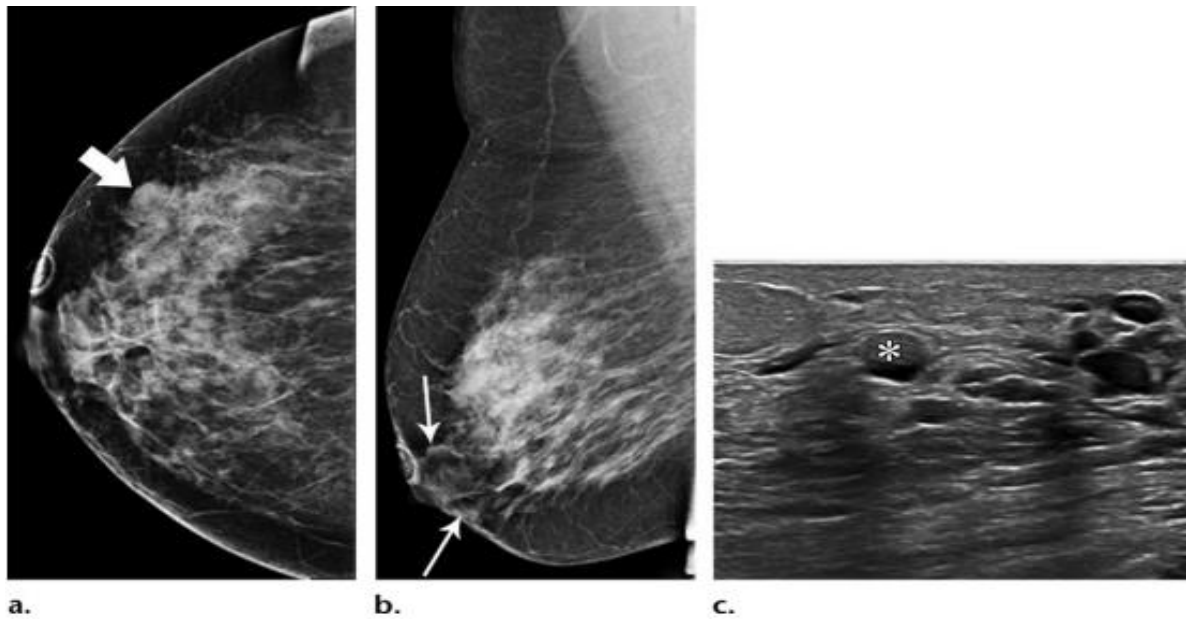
(a, b) clichés mammographiques du sein droit montrent de petites masses irrégulières (flèche en a) dans la région périaréolaire supérieure droite et la région périaréolaire supérieure gauche irrégulières du sein. Des opacités tubulaires ramifiées (flèches en b) sont notées dans la région sous-aréolaire du sein droit et sont mieux visibles sur l'échographie mammaire.
